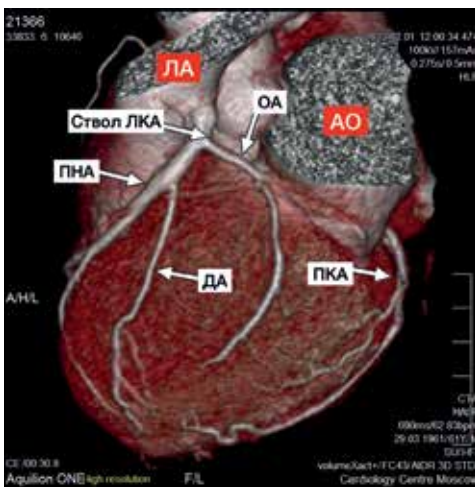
МСКТ с 3D-реконструкцией до оперативного лечения. Анатомия левой коронарной артерии, отходящей от задней стенки ствола легочной артерии.
